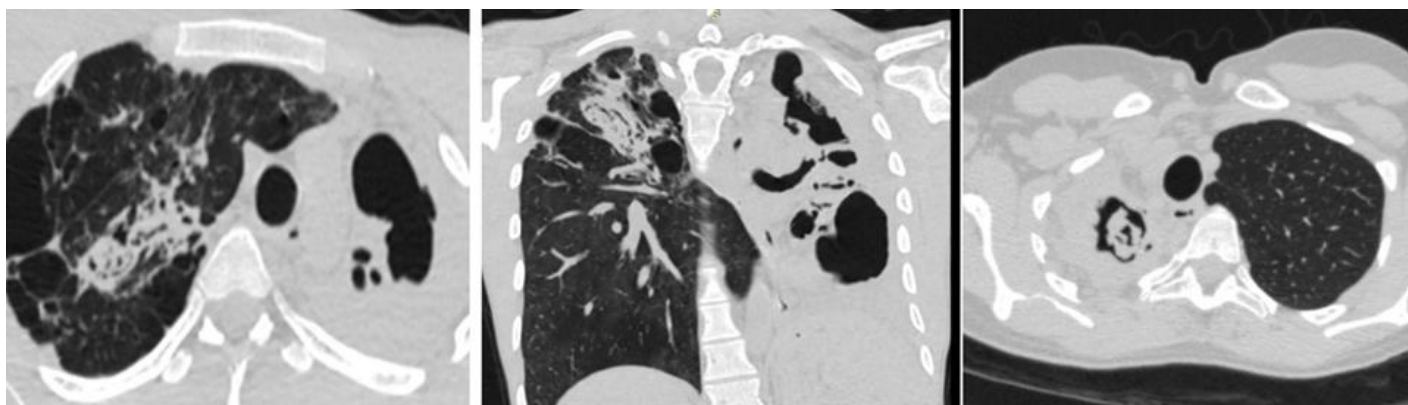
КТ-изображение, демонстрирующее ХКАЛ с утолщенной стенкой полости и аспергилломой у пациента на фоне туберкулеза легких.
